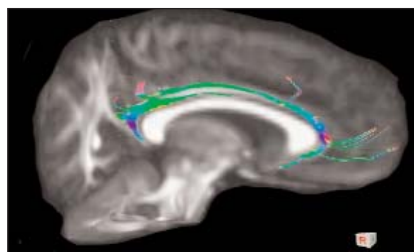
Диффузионно-тензорное представление ВПП
